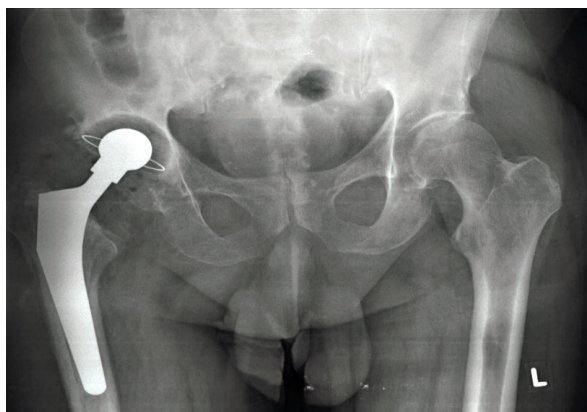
Рентгенограма обох кульшових суглобів хворого І., 1961 р.н. після встановлення тотального цементного ендопротеза правого КС
